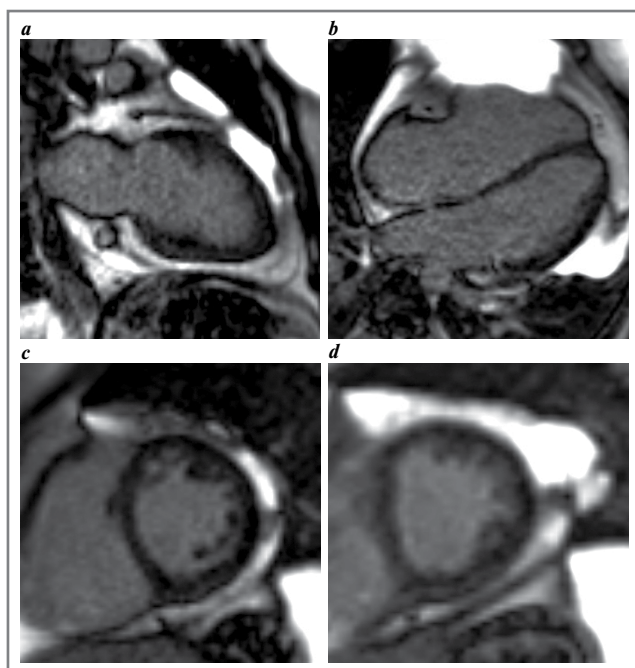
МРТ сердца с отсроченным контрастированием: *a* – 2-камерная длинная ось ЛЖ; *b* – 4-камерная длинная ось ЛЖ; *c, d* – короткая ось ЛЖ через базальный и средний сегменты. Патологическое контрастирование миокарда ЛЖ и ПЖ отсутствует.
